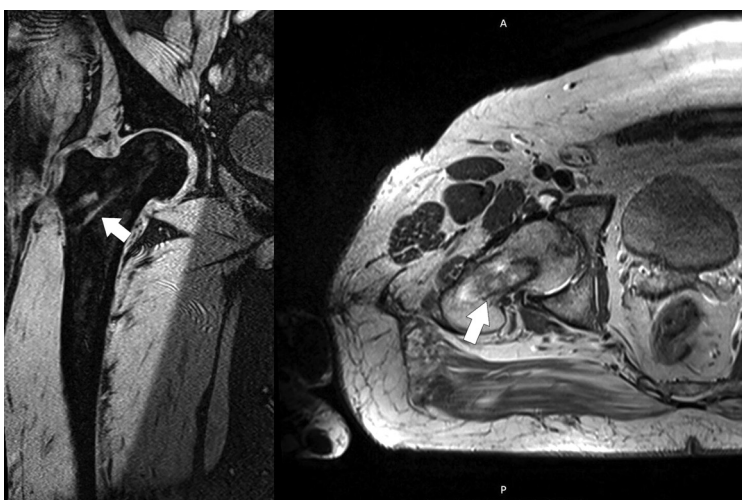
КТ тазобедренных суставов через 12 мес. после закрытой комбинированной аутопластики головки бедренной кости слева: наблюдаются контуры костного канала и завершенная перестройка костного ауто-трансплантата головки бедренной кости (указаны стрелками) с сохранением ее анатомической формы
